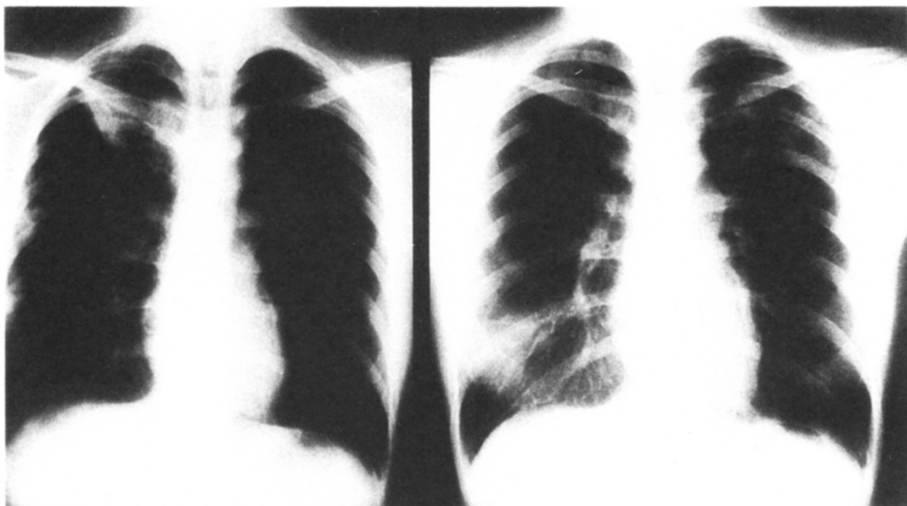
左: 初診時胸部単純写真, 右: 入院時 (約3週間後) 胸部単純写真
